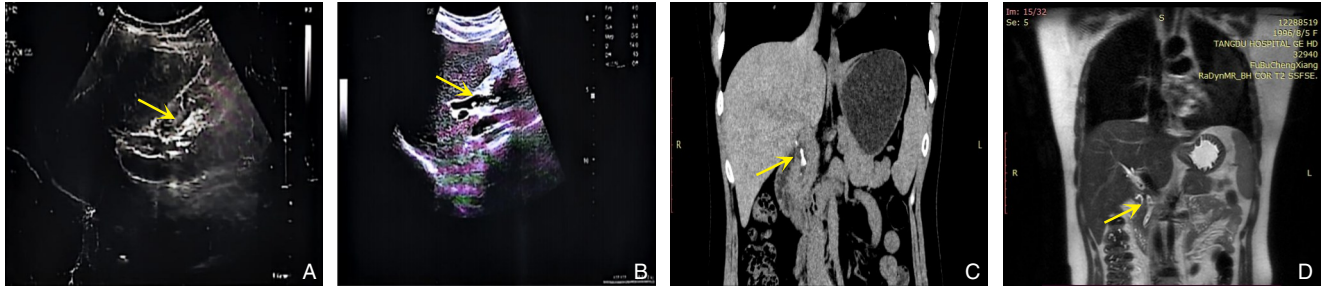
患者术前影像学检查均提示胆总管扩张及其内充盈缺损(箭头所示) A: 外院腹部超声图像; B: 本院腹部超声图像; C: 本院腹部CT平扫图像; D: 本院MRCP图像
